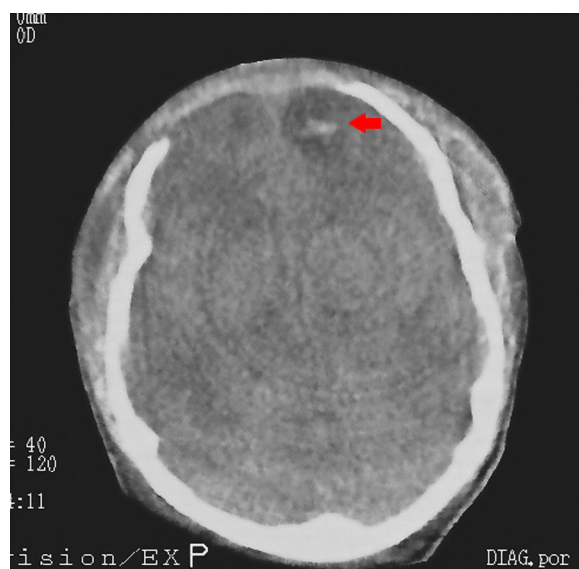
Corte axial de tomografía computada de encéfalo en un paciente con craniectomía bifrontal. Se observa una contusión hemorrágica subyacente a la cirugía (flecha).
